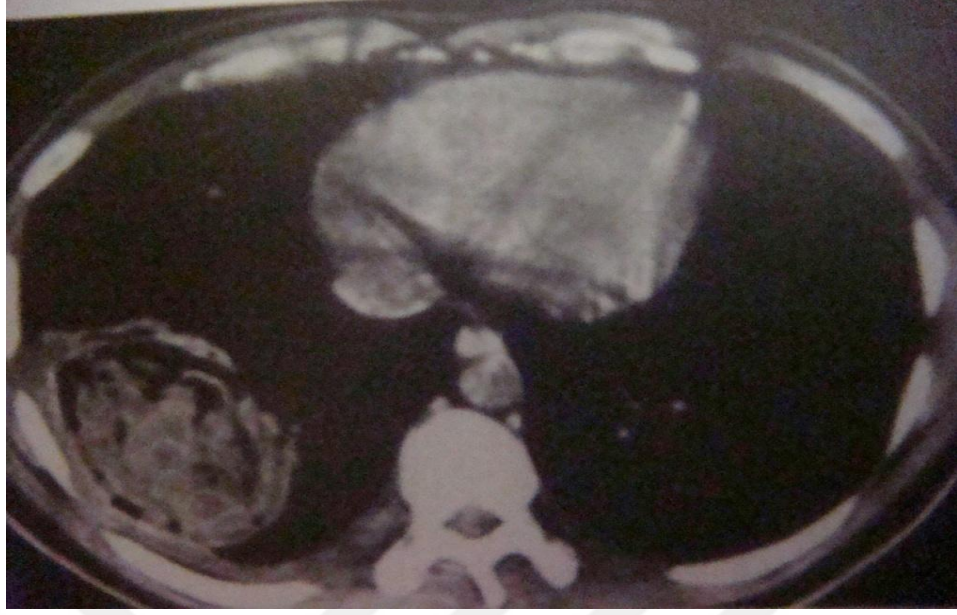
Akciğer Hidatik Kist Rüptürünün BT Görünümü “Çift kubbe arazi”
